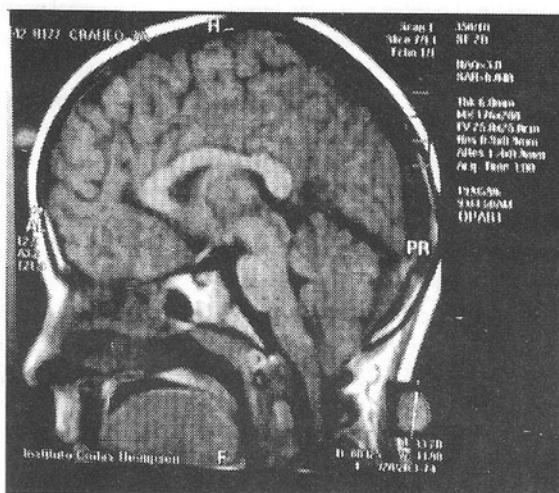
RMN del paciente, muestra el descenso del tallo inferior y el cerebelo a través del foramen magnum
